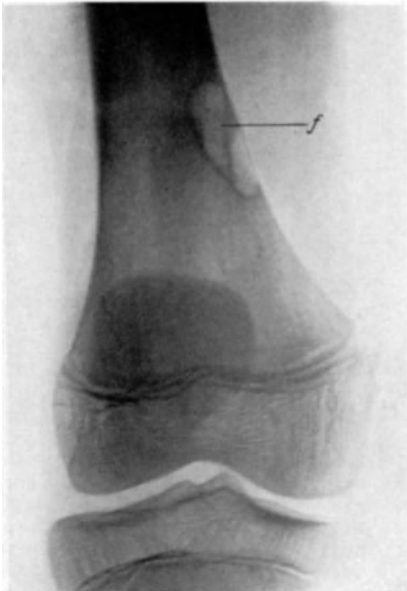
Subkortikales Fibrom (f) im medialen Teil der distalen Femurmetaphyse. Gießen, J.N. 1067/37, 14jähr. ♂. Röntgenbild. Vor der Exzision.
